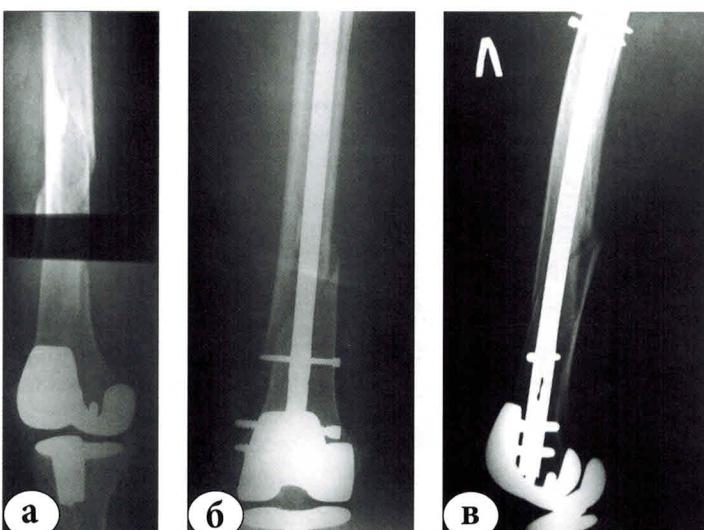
Интрамедуллярный остеосинтез перелома бедренной кости стержнем с блокированием: а – предоперационные рентгенограммы; б, в – рентгенограммы после остеосинтеза
